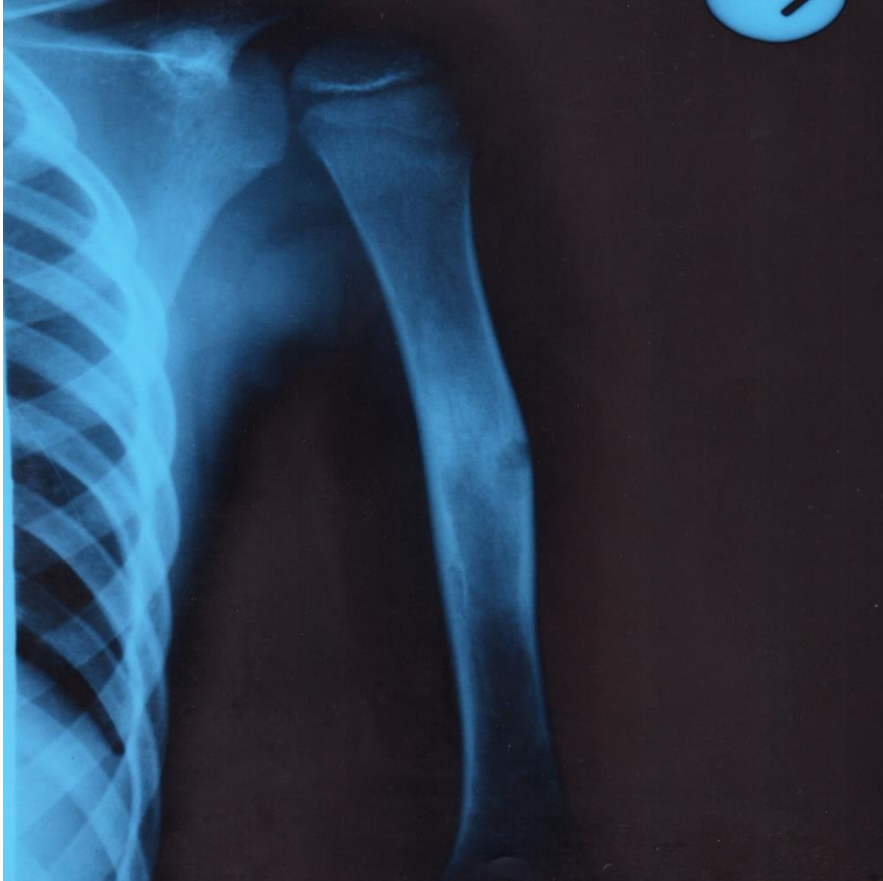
Рентгенографія лівого плечового суглобу та плеча дитини Ч, 3 роки, № IX 2824, діагноз: БЦЖ-остит діяфізу лівої плечової кістки
